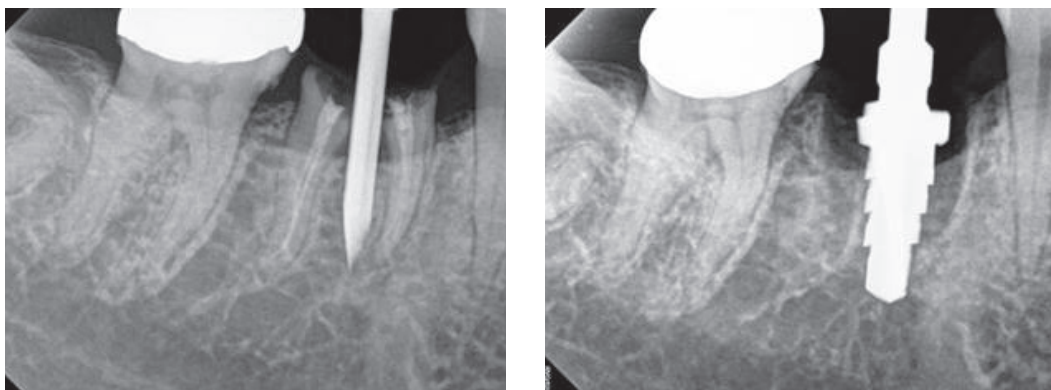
잔존치근을 남기고 먼저 drilling한 방사선 사진
